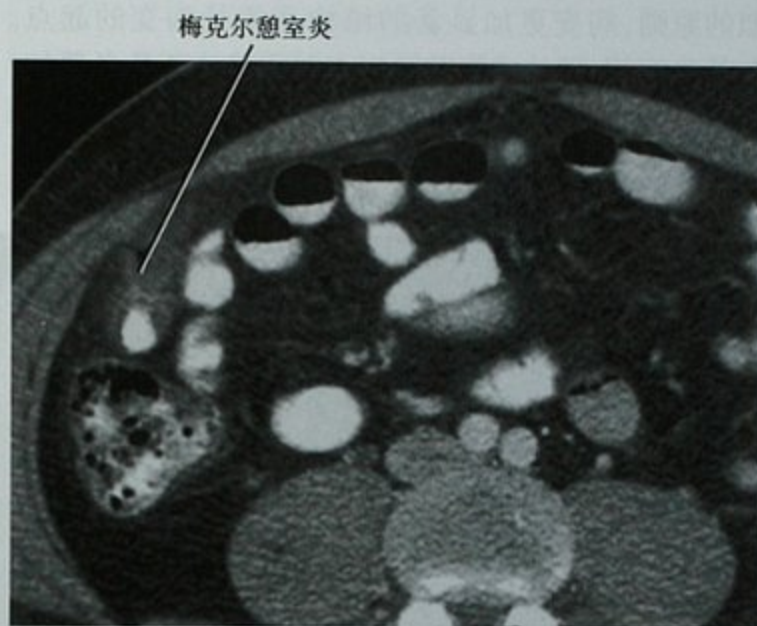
增强 CT 横断位图像,右下腹痛患者,显示右下腹盲管状肠袢炎症改变,其他图像上显示阑尾正常(未提供),手术证实为梅克尔憩室炎
